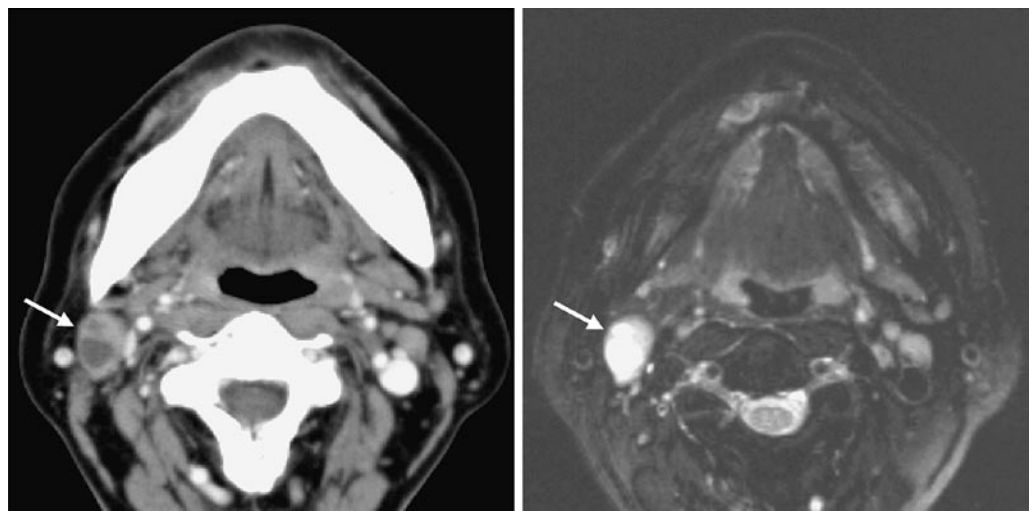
(左)：造影 CT；リンパ節内部に造影されない低濃度域が認められる
